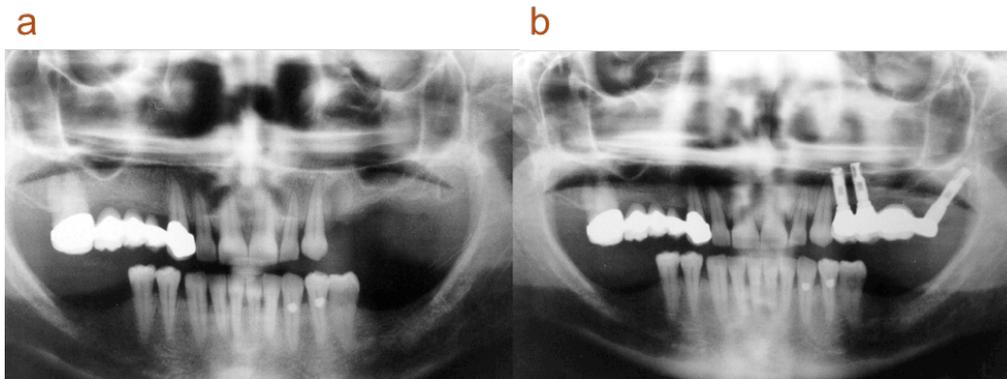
Ortopantoradiografía de la situación clínica inicial (a) y tras dos años del tratamiento (b).
